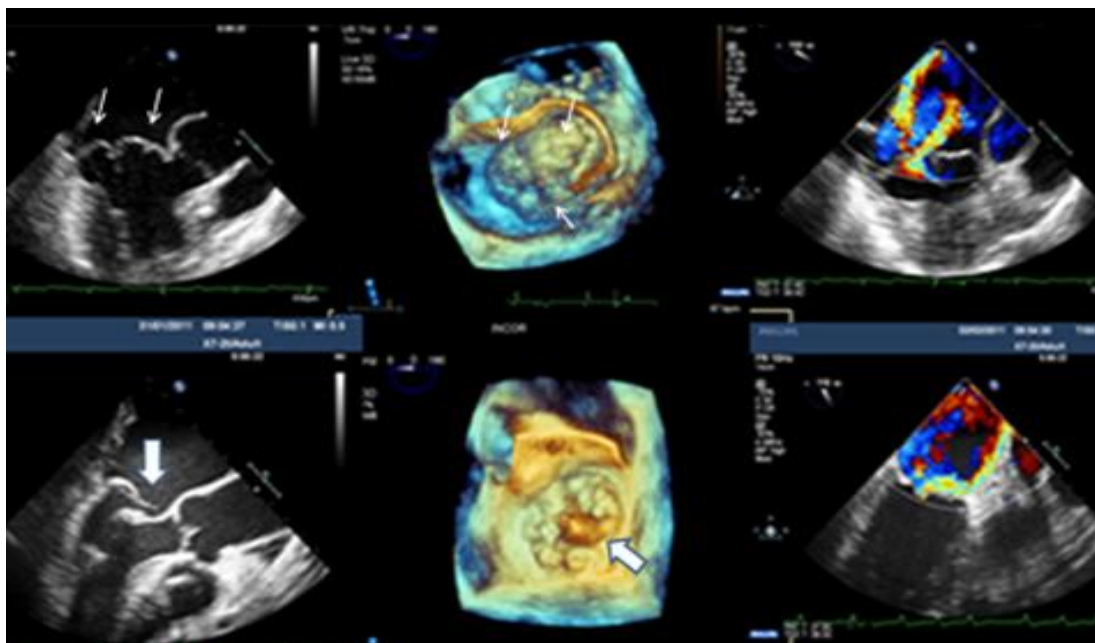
Imagens 2D, 3D zoom e do mapeamento de fluxo com Doppler colorido de prolapso com insuficiência importante de ambas as cúspides (faixa superior, setas finas) e do segmento médio da cúspide posterior (P2) com corda rota e *flail* (faixa inferior, setas largas).
